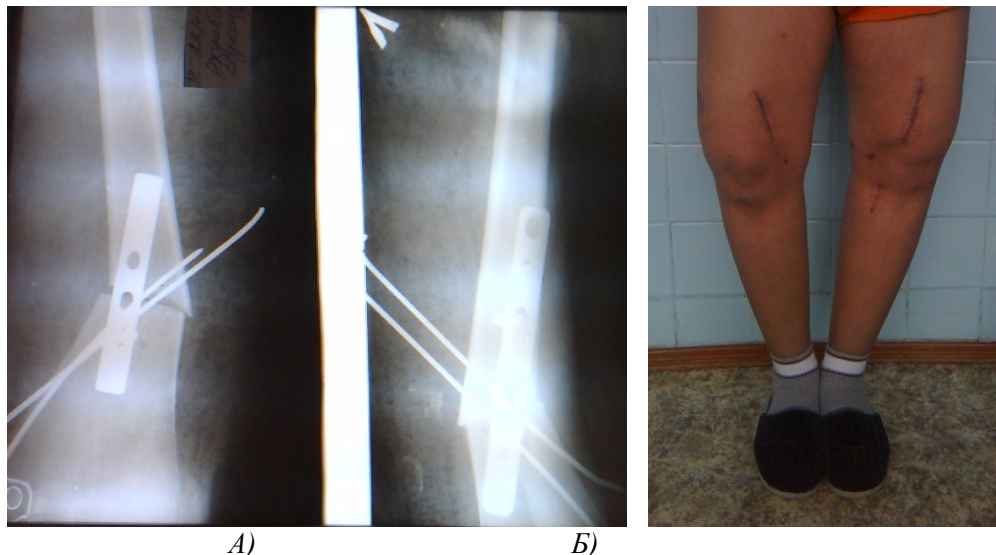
Рентгенографии и фотография больного после операции
